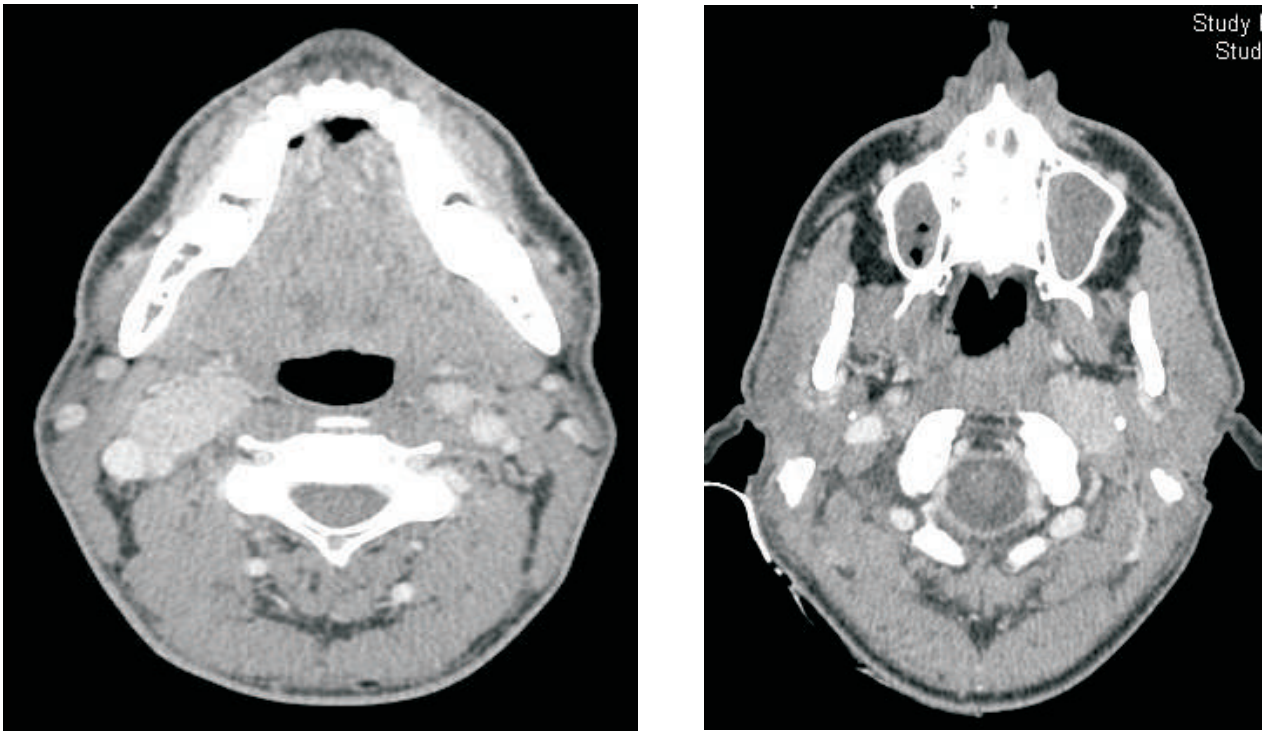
y 2B: TC de cuello.
